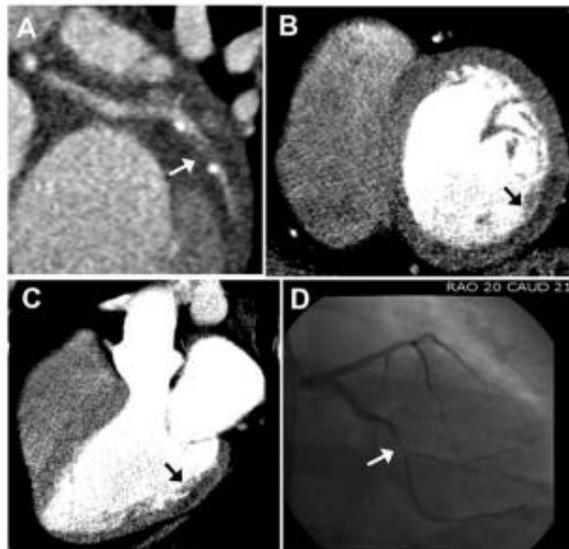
Fuente Pursnani 2015. Tomografía de perfusión A) angiografía coronaria muestra enfermedad arterial obstructiva con estenosis severa de la arteria circunfleja izquierda. B) defecto de perfusión en subendocardio. C) SPECT de miocardio del mismo paciente muestra lesión isquémica. D) angiografía invasiva que muestra la estenosis de arteria circunfleja izquierda.²⁷
